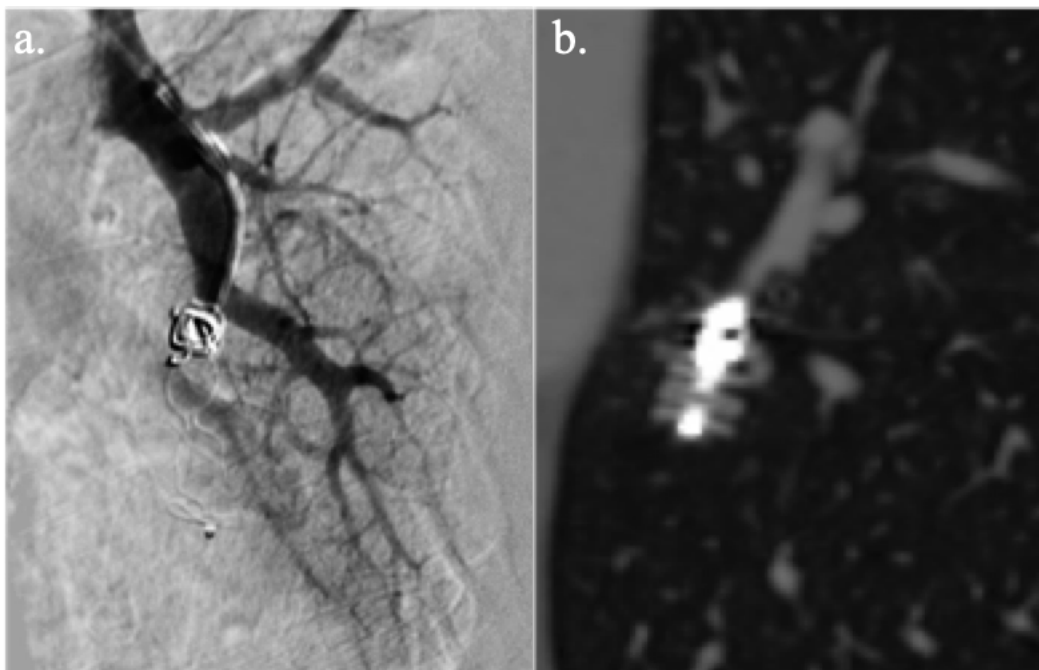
Traitement par plug Amplatzer + coils. (a) Angiographie per-interventionnelle. (b) Contrôle TDM en reconstruction MIP épais : occlusion de la MAVP.
